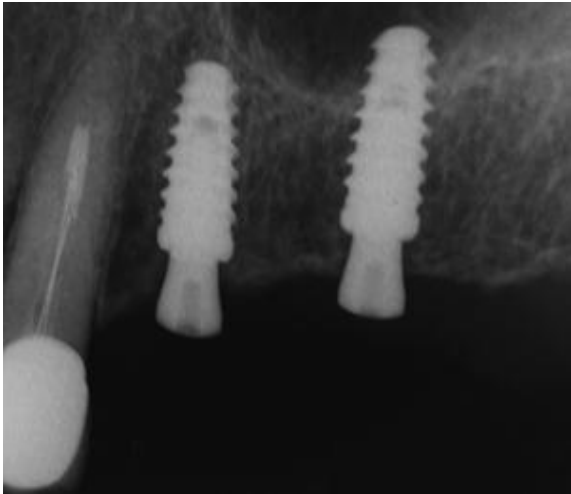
Radiografia pós-cirúrgica da região dos dentes 25 e 26. Observar a presença dos cicatrizadores e a inserção do implante 26 no seio maxilar, através da elevação da membrana do mesmo.
